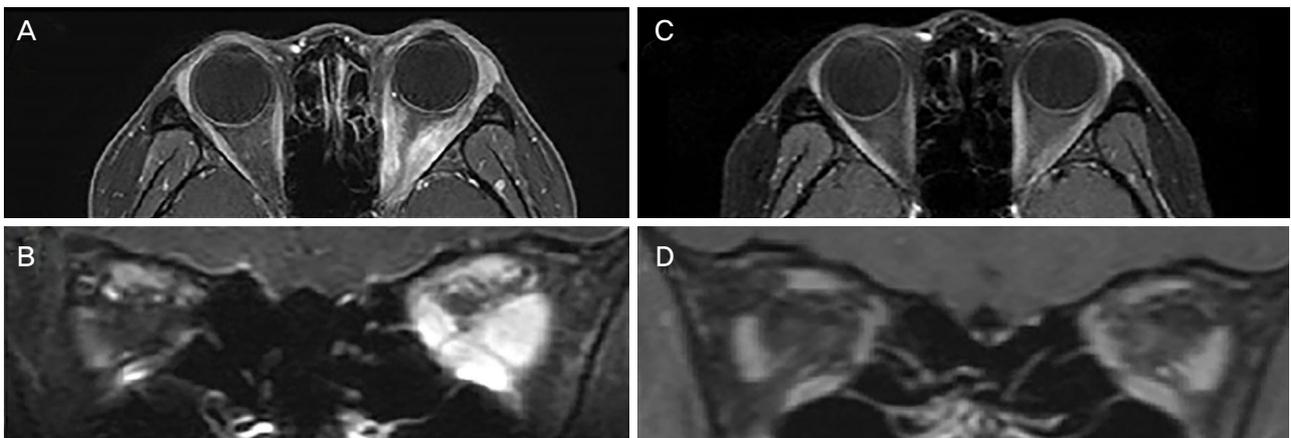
Orbital magnetic resonance imaging (MRI). (A, B) The day before surgery, MRI scan showing suggestion of optic nerve compression due to enlarged muscles. (A) Enhanced T1 Axial MRI scan showing enlargement and enhancement of the left lateral rectus muscle and left medial rectus muscle with no involvement of tendon of both muscles. (B) Enhanced T1 Coronal MRI scan showing enlargement and enhancement of all extraocular muscles and lacrimal gland on the left orbit. (C, D) After 14 days of surgery, MRI scan showing resolution of optic nerve compression. (C) Non-enhanced and Enhanced T1 Axial MRI scan showing no enlargement of the left lateral rectus muscle and left medial rectus muscle. (D) Enhanced T1 Coronal MRI scan showing decrease of enlargement and no enhancement of all extraocular muscles and lacrimal gland on the left orbit.
